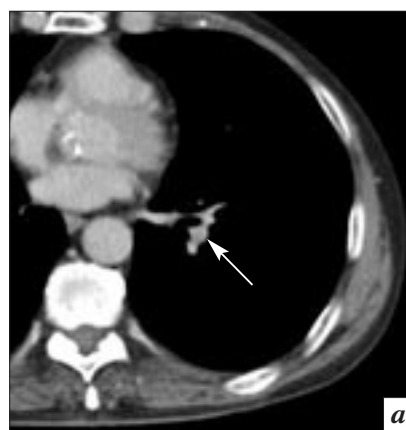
МСКТ грудной клетки, аксиальные срезы через корень легкого, мягкотканое окно: *а* – венозная фаза, сосудистые структуры корня и лимфоузлы выглядят одинаково (стрелка); *б* – артериальная фаза позволяет четко дифференцировать структуры корня благодаря высокому градиенту контрастности лимфоузлов и артериальных сосудов (стрелка)
